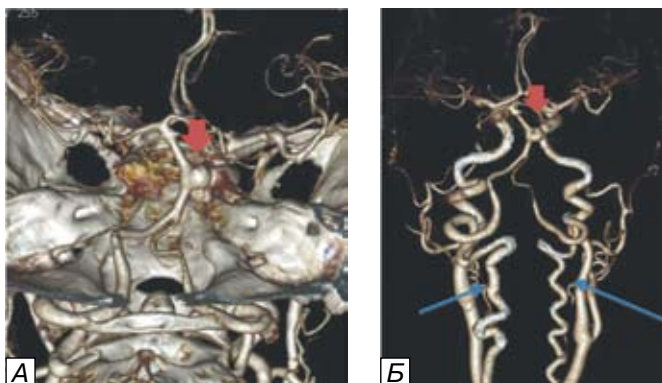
КТ-ангиограммы пациентки Р., 82 лет. Аневризма средней трети базилярной артерии (короткая красная стрелка). При проведении стандартной КТ-ангиографии только интракраниальных артерий (А) не визуализируется в полном объеме выраженная S- и С-образная извитость обеих позвоночных артерий (Б, синие стрелки), которая может затруднять эндоваскулярное вмешательство.
